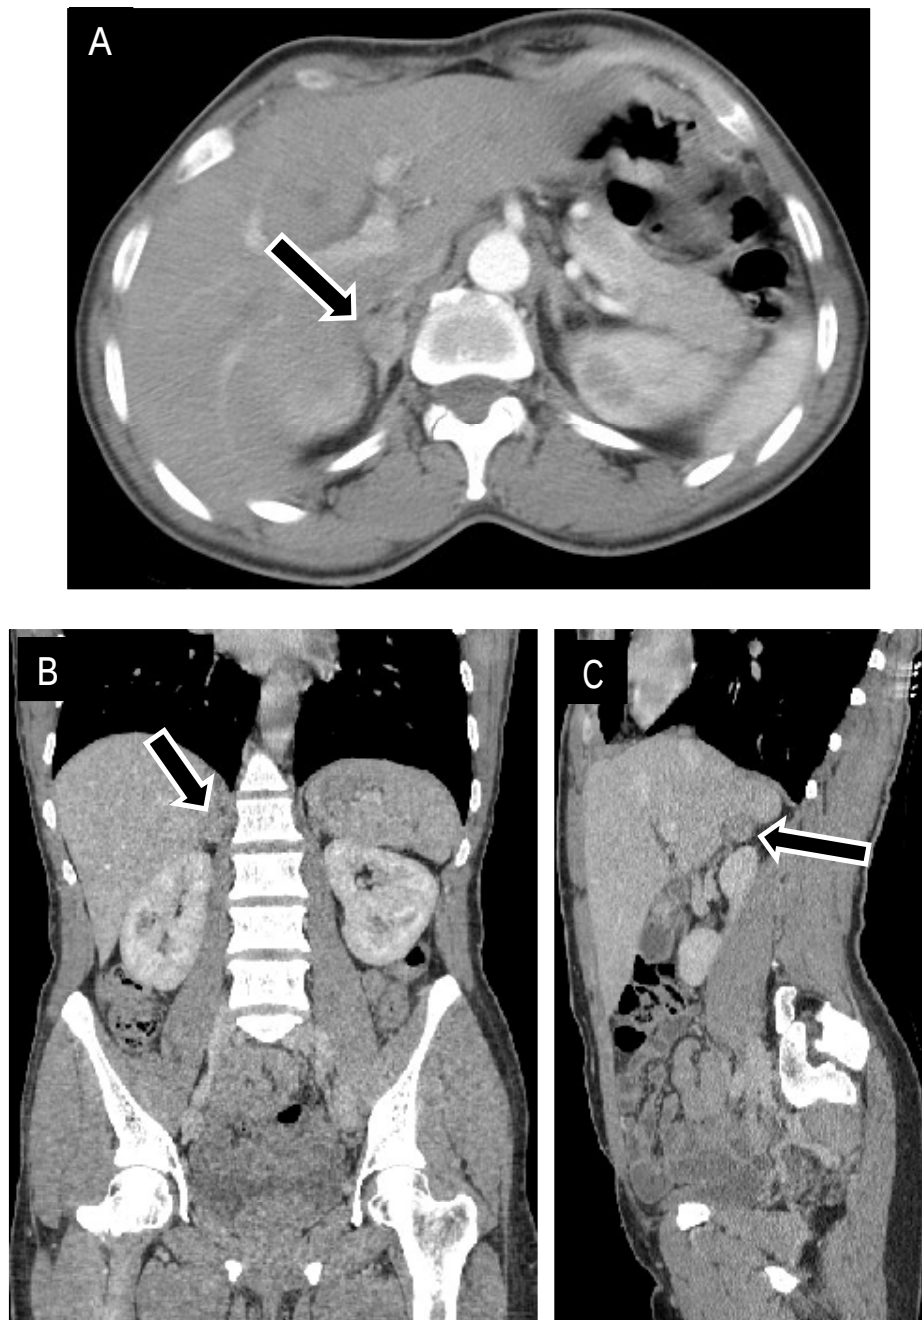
patiente âgée de 38 ans, suivie pour NF1 et HTA depuis 20 ans. TDM abdominale avec injection de PDC, acquisition en coupes axiales (A) avec des reconstructions coronale (B) et sagittale (C). Nodule surrénalien droit (—) rehaussé de façon hétérogène : Phéochromocytome (confirmer par étude anatomopathologique).
